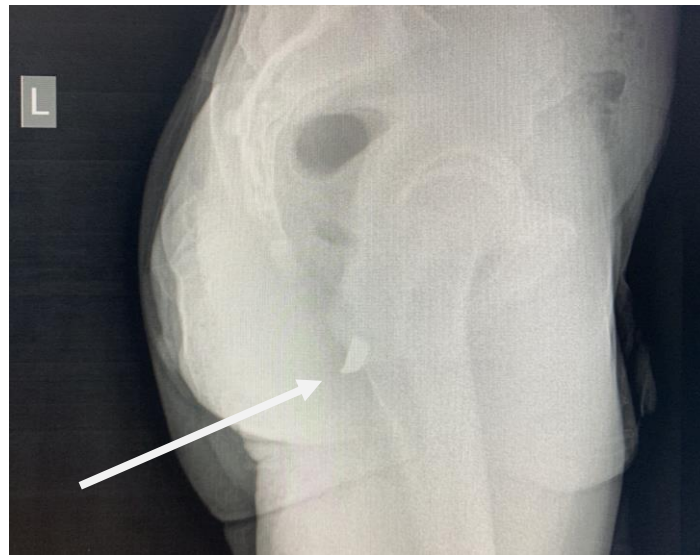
Рентгенологічне дослідження таза у боковій проекції (стороннє тіло – стрілка)
